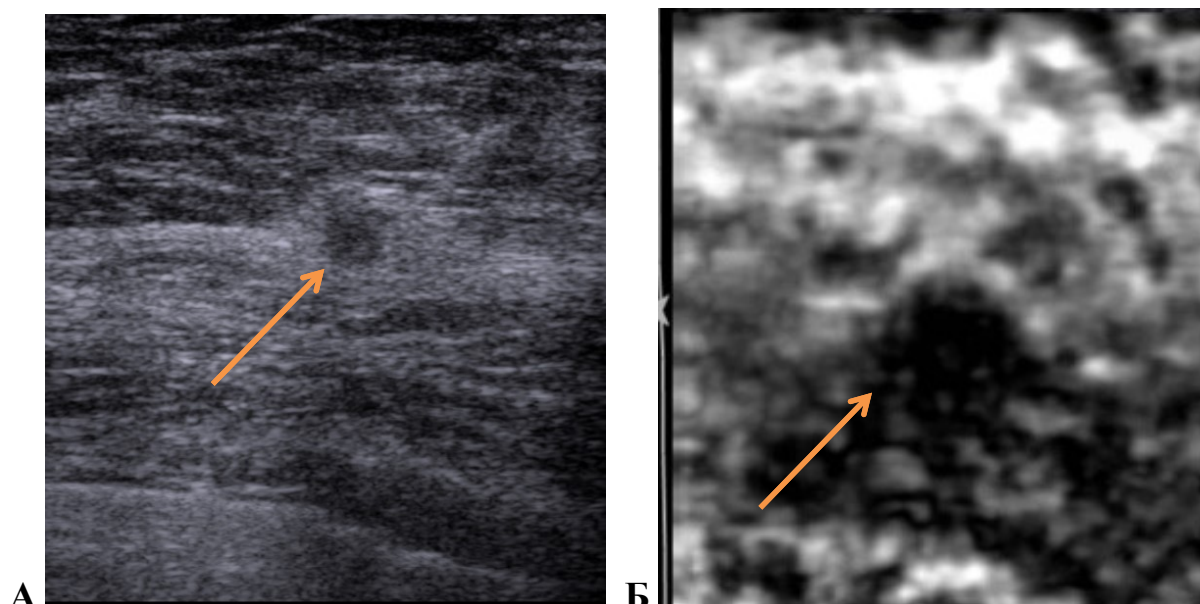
А — УЗИ левой молочной железы; Б — и эластография, стрелками указано опухолевое образование
